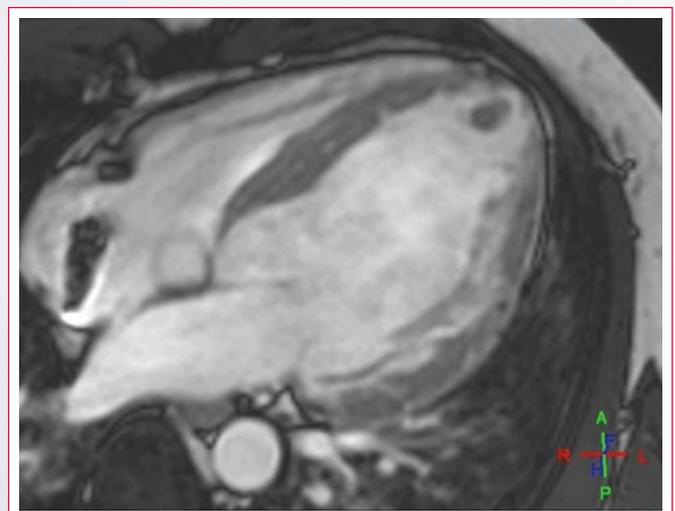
Realce tardío con Cardio RM: depósito transmural de contraste en segmentos apicales, y medioventricular o subepicárdico en segmento anterolateral
